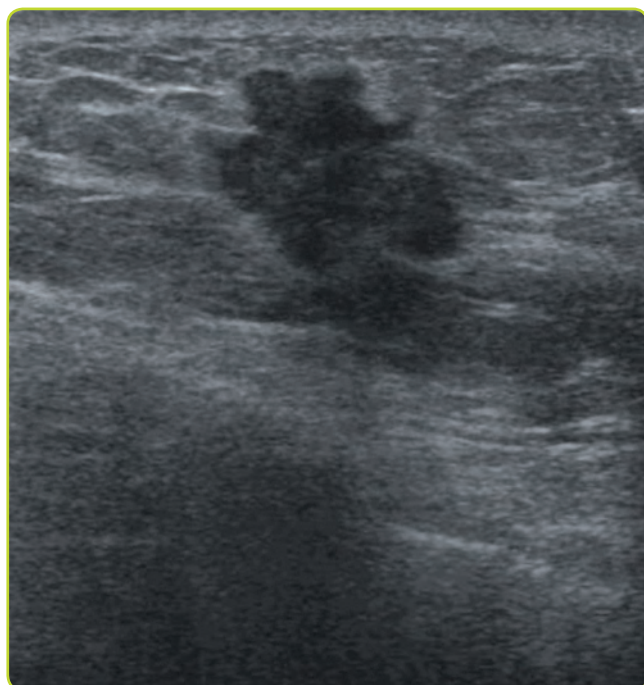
Ecografía. Se observa un nódulo sólido, hipoeicoico, heterogéneo, lobulado, de contornos irregulares, sugestivo de malignidad. Imagen compatible con carcinoma de mama.
